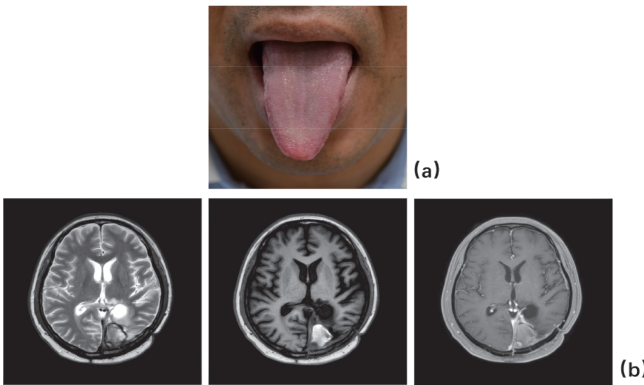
男, 43岁, 胶质母细胞瘤(WHO 4级, IDH 野生型, 1p19q 非共缺失, MGMT 启动子非甲基化)。舌象(a)表现为淡红舌, 瘦小舌, 正常舌形, 淡黄苔, 薄苔; 术后 MRI 检查(b)从左至右分别为 T2WI、T1WI 及增强 T1WI。
